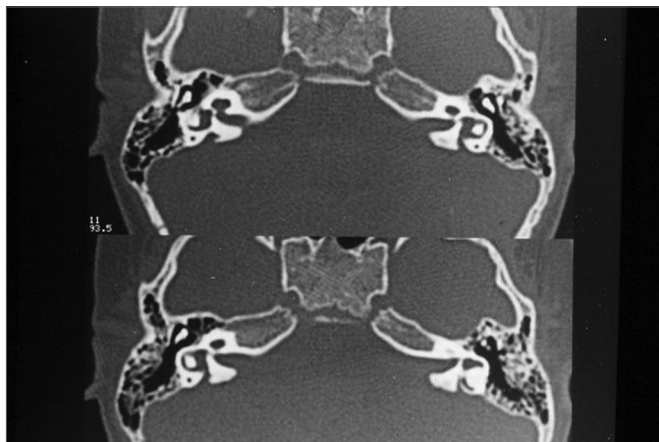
Aqueduto vestibular normal bilateral - Tomografia computadorizada de ossos temporais em plano axial.
